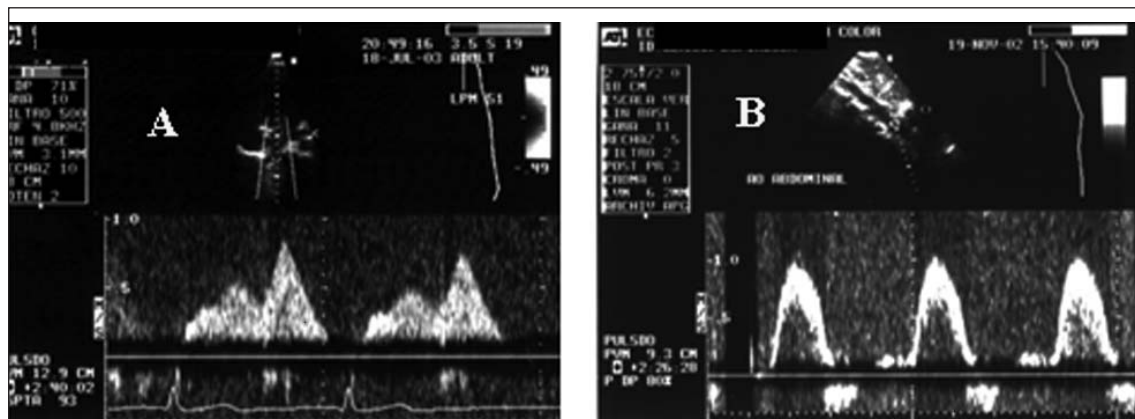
En A, registro Doppler en la vena cava inferior, con su característico latido fásico. En B, registro Doppler de la aorta abdominal, con flujo pulsátil de tipo arterial.
